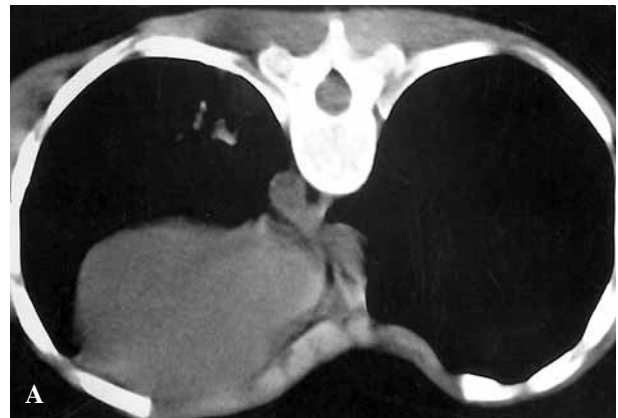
TAC torácico antes y después de la campana.
